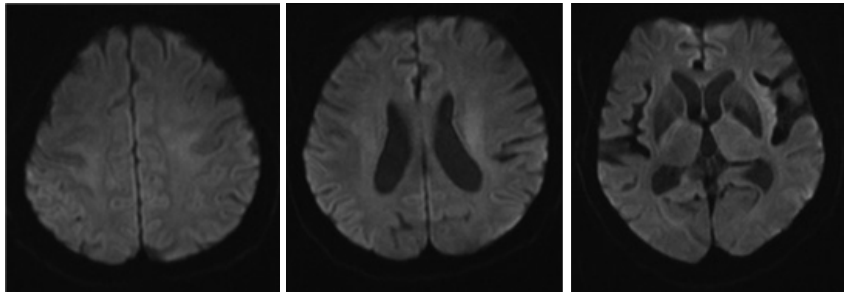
Brain Diffusion Weighted Imaging(Br-DWI, X/12/25)
